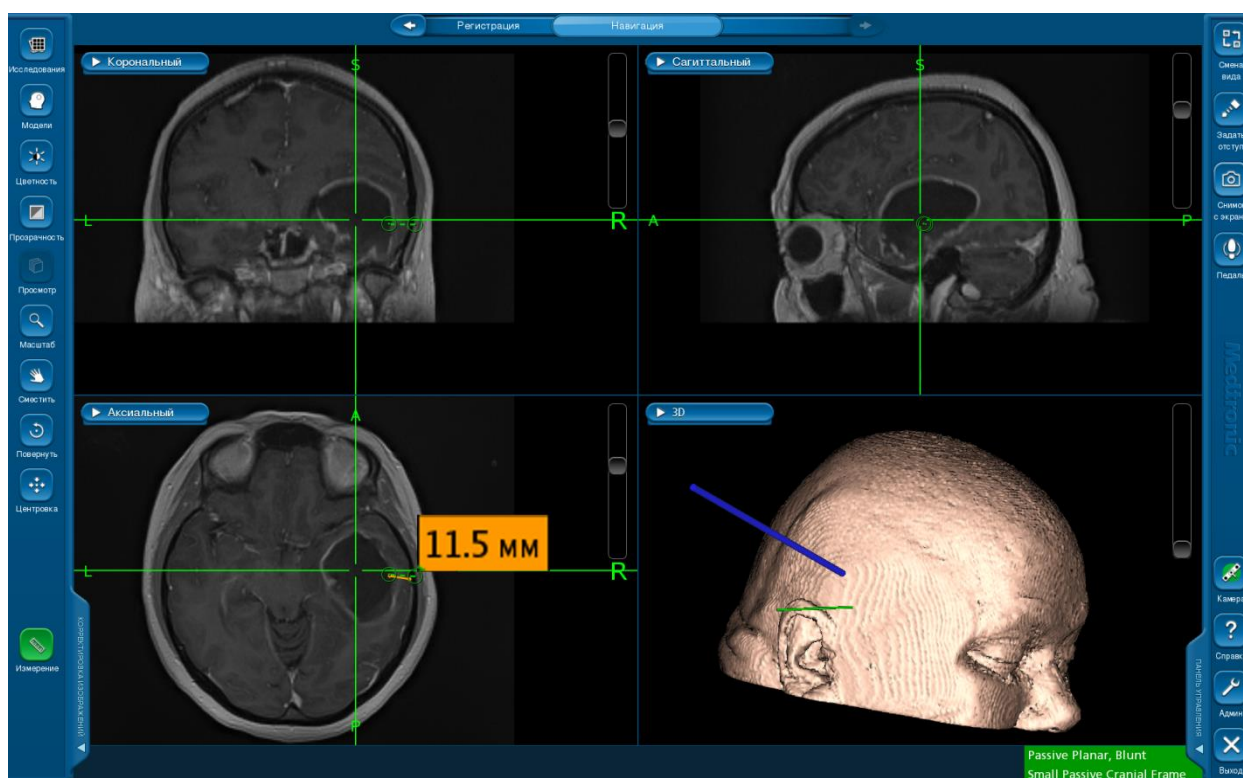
Изображение МРТ головного мозга больной с кистозной глиомой правой височной доли, полученное на нейронавигаторе. Момент определения оптимального доступа к опухоли. По нейронавигационным данным расстояние от поверхности мозга до новообразования 11,5 - 11,9 мм, то есть менее 2 см
